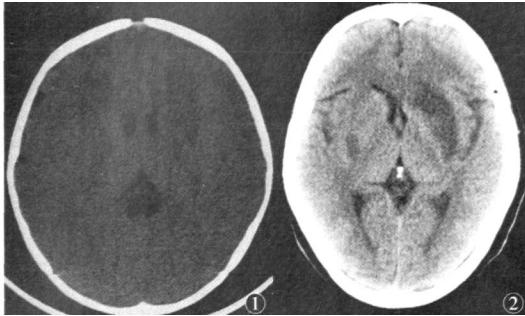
患儿外伤后 12 h CT 检查示右侧基底节区楔形低密度病灶,边界较清楚,无占位效应 图 2 患儿外伤后 72 h CT 检查示右侧尾状核低密度病灶
